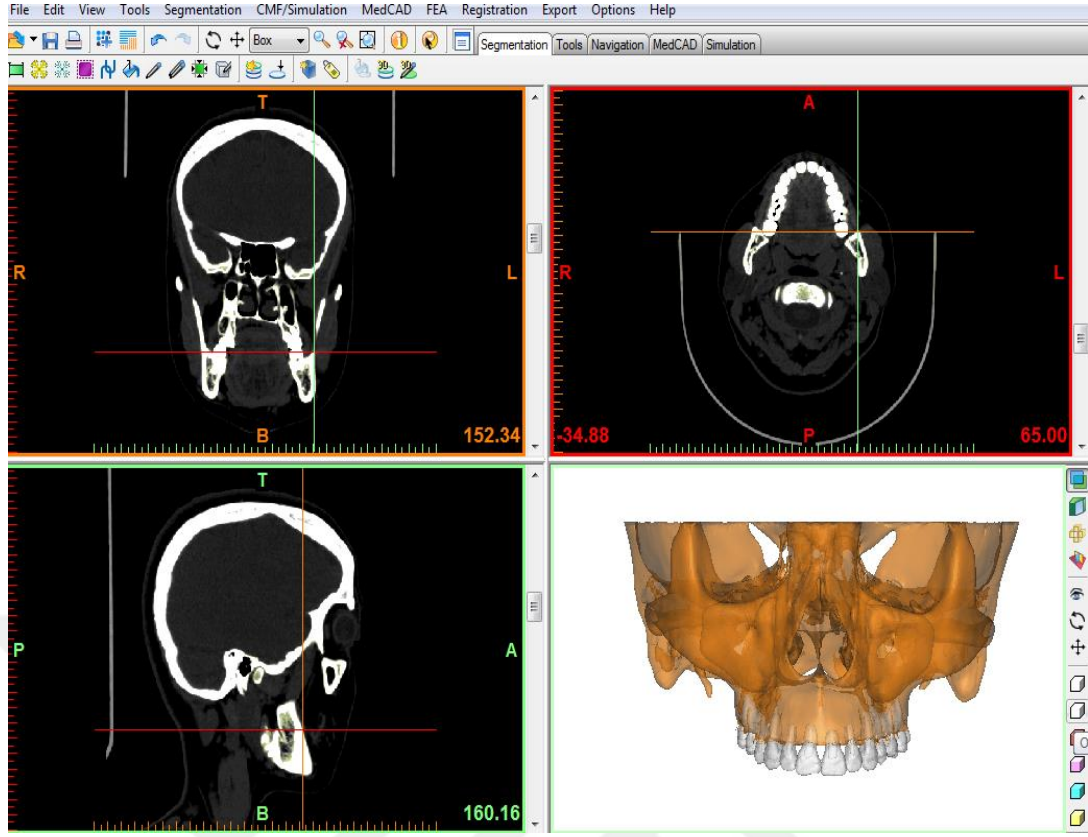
BT görüntüsünün MIMICS programına aktarılması.
